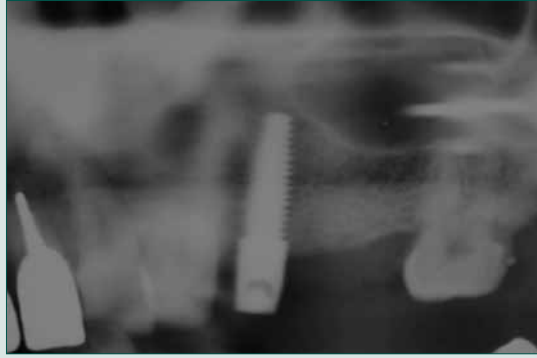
Controllo radiografico subito dopo il posizionamento dell'implanto.
